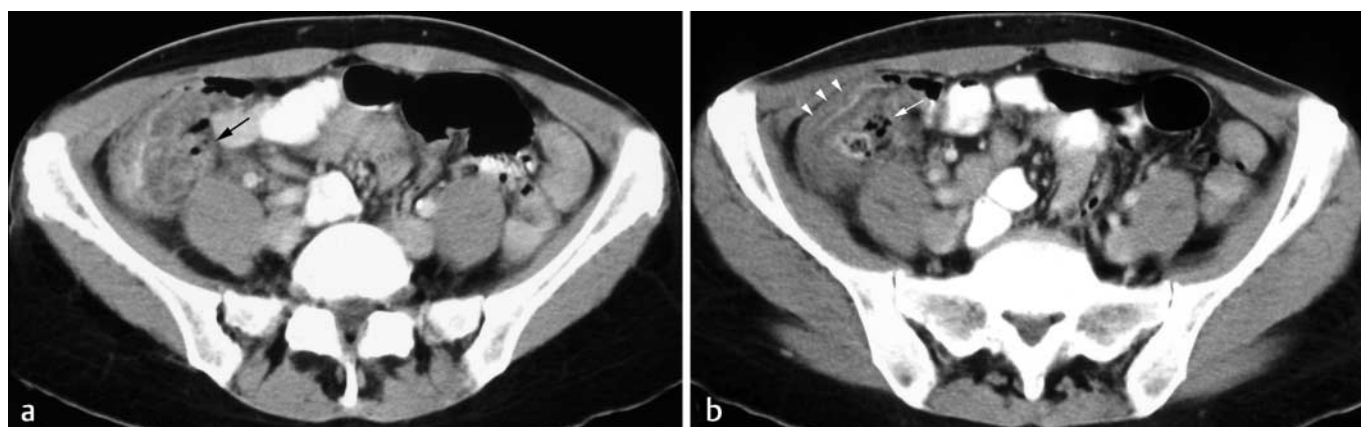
41-jährige Patientin mit gedeckt perforierter Colon-ascendens-Divertikulitis. In der CT mit i. v. und oralem KM entzündlicher Konglomerattumor in der Ileozökalregion mit retrospektiv identifiziertem, entzündeten Divertikel (schwarzer Pfeil) an der medialen Wand
